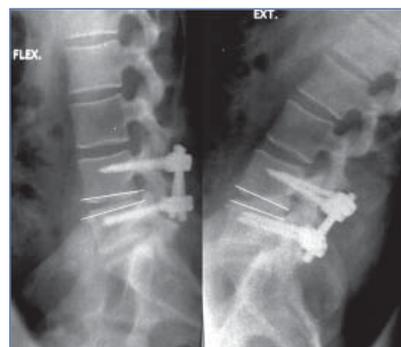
Caso 2: radiografías posoperatorias al mes de la cirugía, proyecciones dinámicas en flexo-extensión que demuestran preservación del rango de movimiento.
